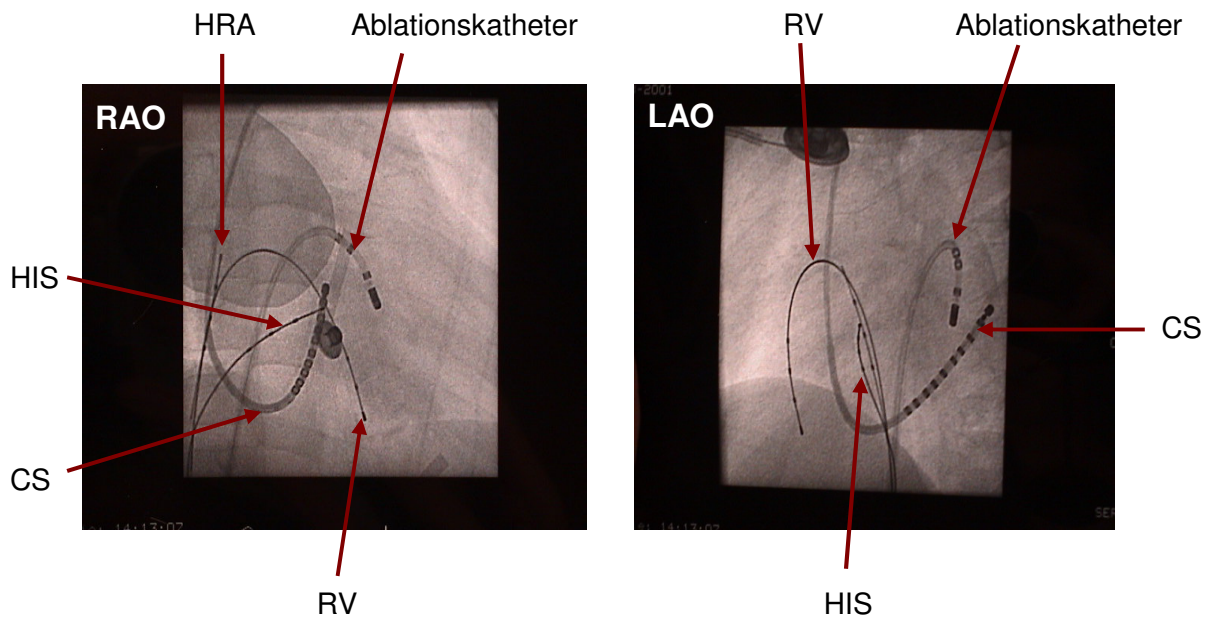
Darstellung der Herzkatheter im röntgenologischen Bild während einer Ablation
